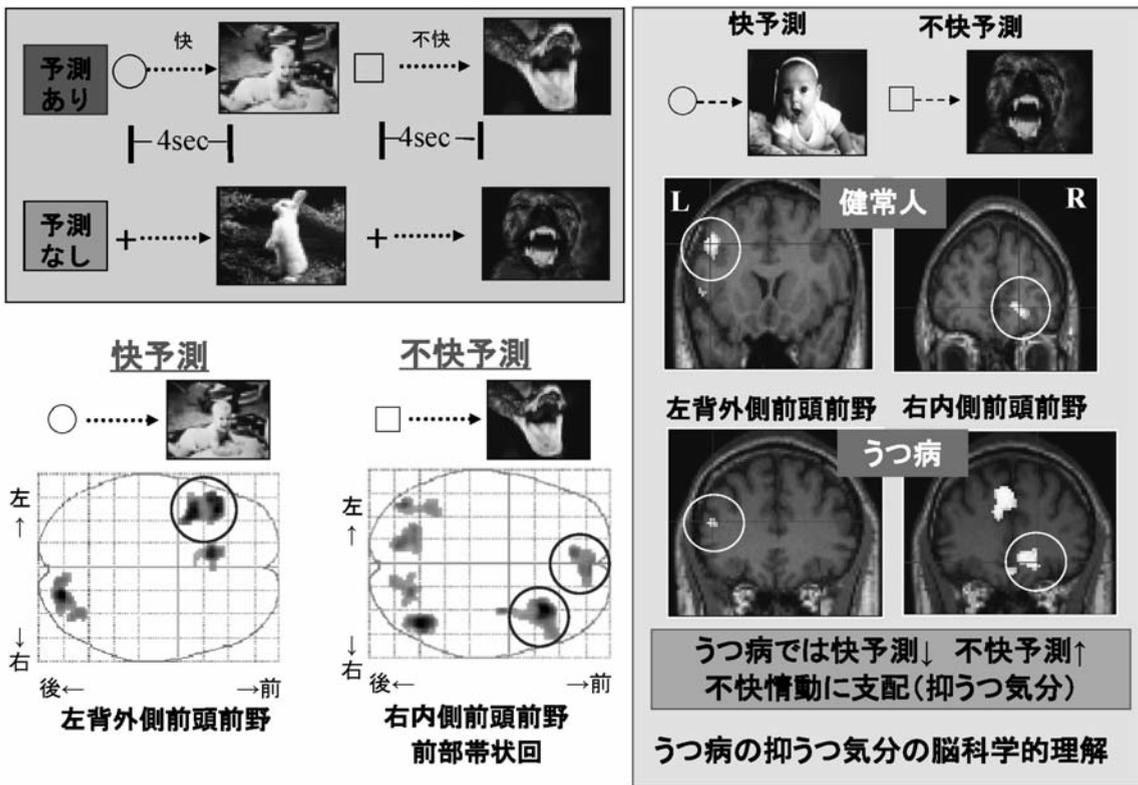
機能的MRI (fMRI) による情動予測の脳機能解析 (未発表データ)
